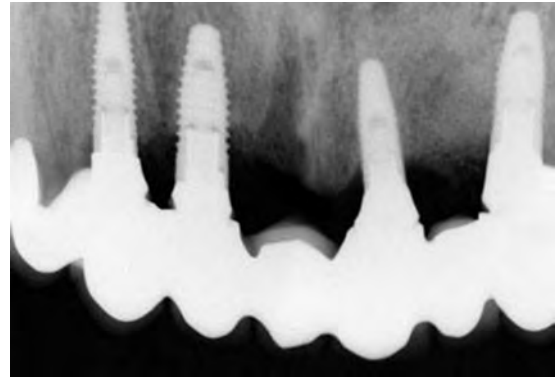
Radiografía de los implantes dentales.
